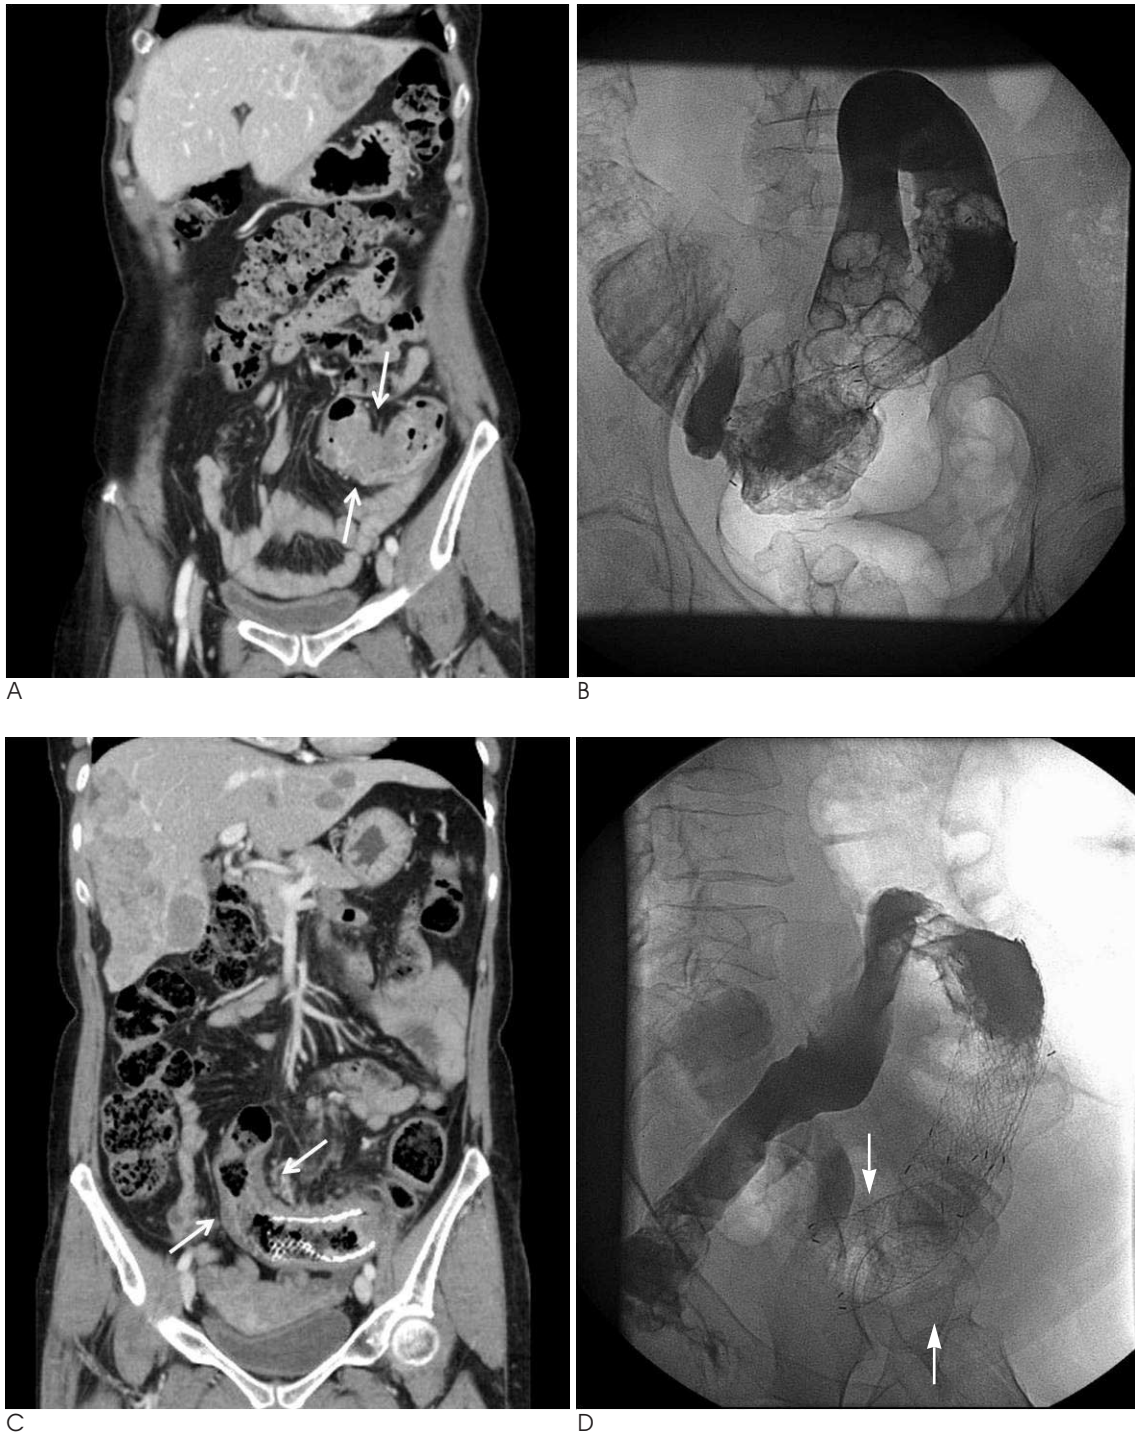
59-year-old women. Coronal reformatted CT image (A) show asymmetric wall thickening at distal portion of descending colon (arrows). Multiple hepatic metastasis also noted. Endoscopic biopsy proved adenocarcinoma. 26 mm \times 10 cm, covered stent inserted successfully (B). 3 months later, coronal reformatted CT image (C) show increased tumor extent to proximal portion of stent (arrows). Additional 26 mm \times 12 cm, noncovered stent inserted successfully (arrows) (D).
